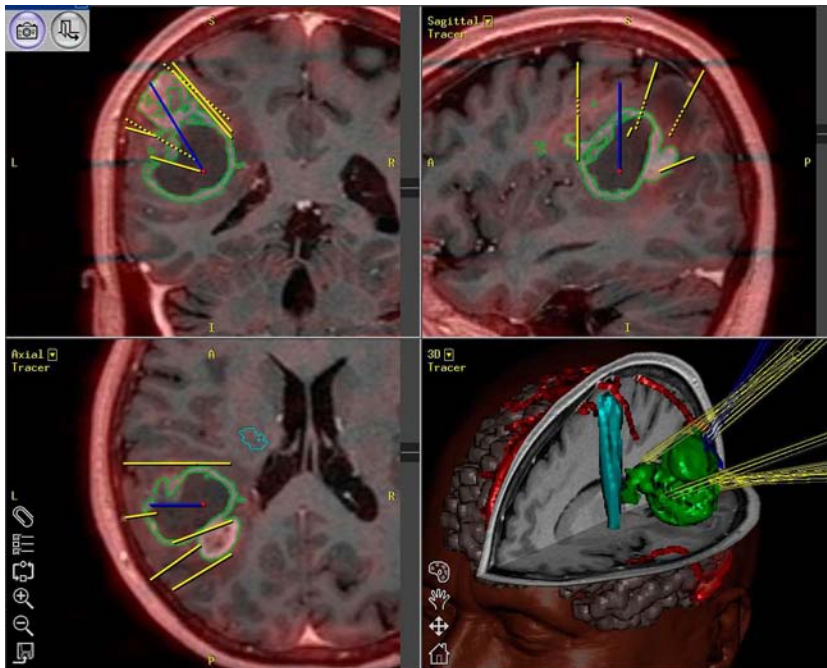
Глиальная опухоль левой теменно-височной области. Виртуальное мультимодальное 3D планирование лазерной операции с использованием данных МРТ, МР-трактографии и ОФЭКТ.
